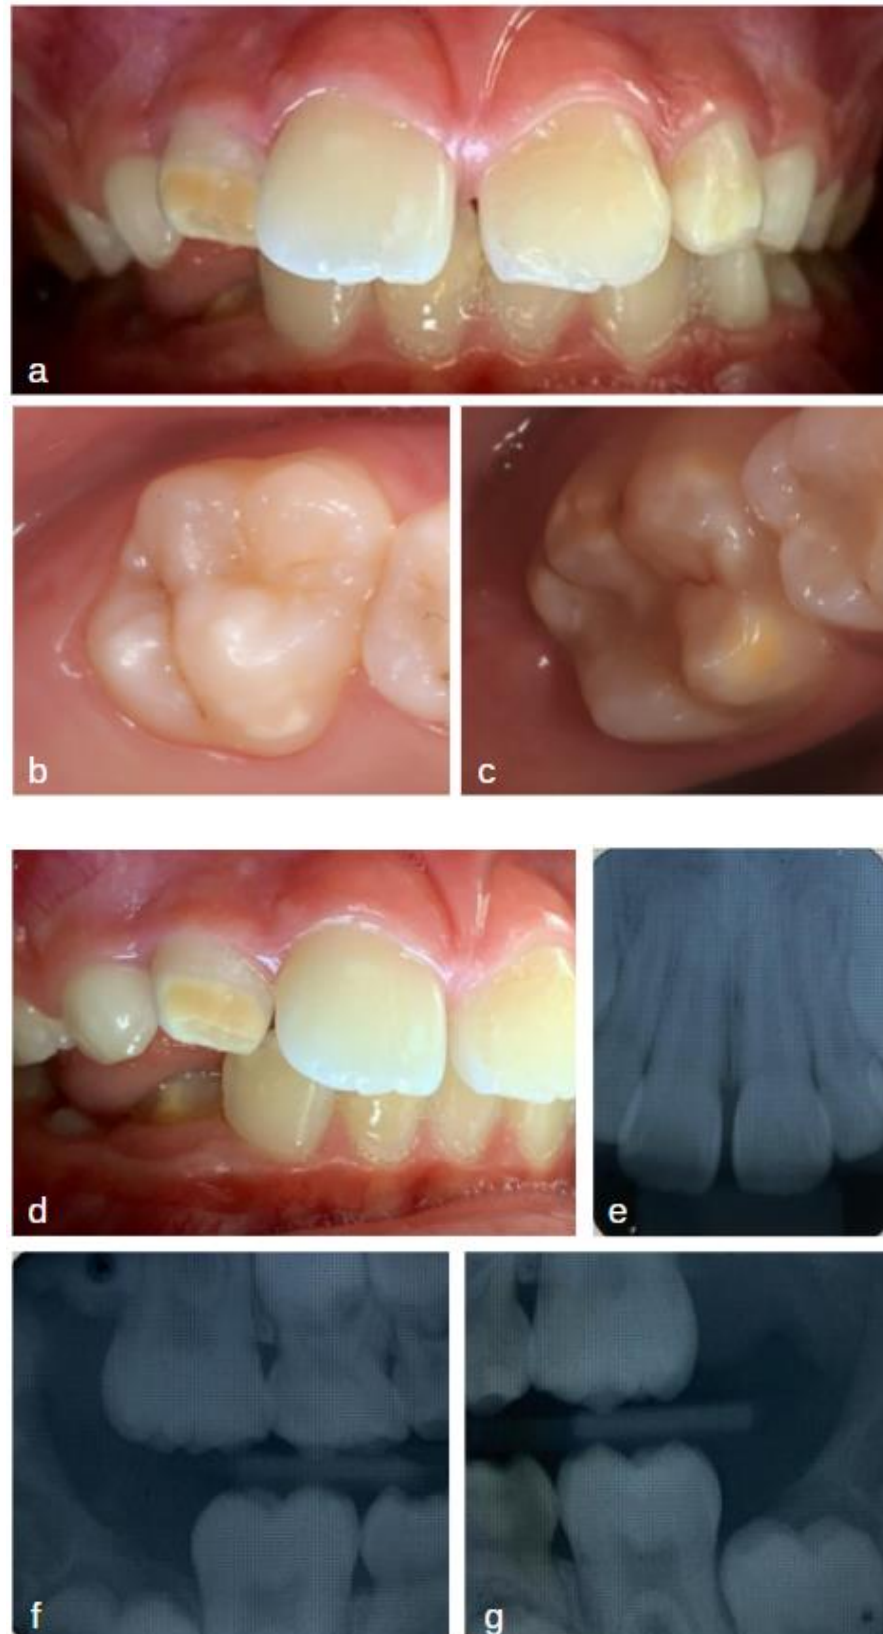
Fotos iniciais do caso: dentes anteriores (a); molar superior (b); molar inferior (c); incisivo lateral superior direito em evidência (d); radiografia periapical dos incisivos centrais superiores (e); radiografia interproximal dos molares do lado direito (f); radiografia interproximal dos molares do lado esquerdo (g).
